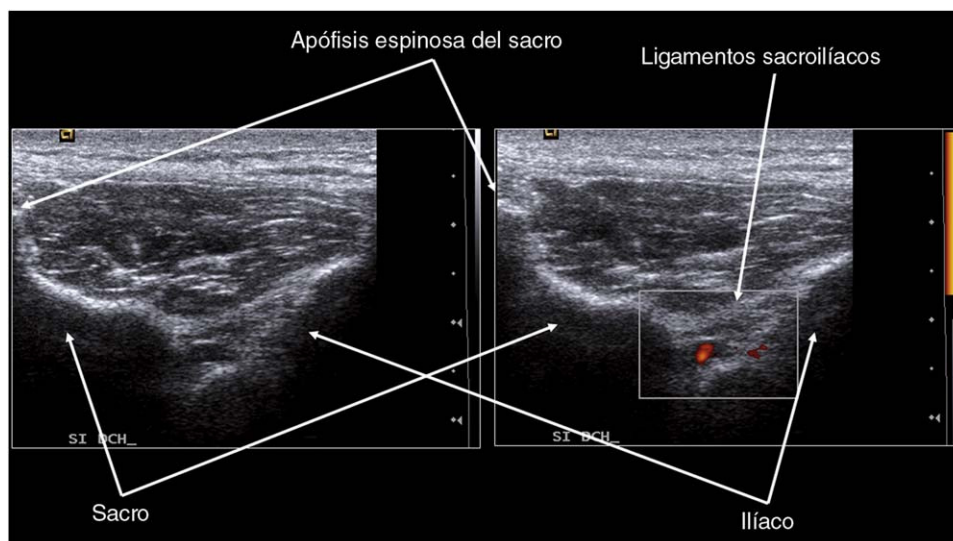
Ecografía de sacroilíaca. En las imágenes se puede ver la articulación sacroilíaca derecha en escala de grises y con Doppler intraarticular.
